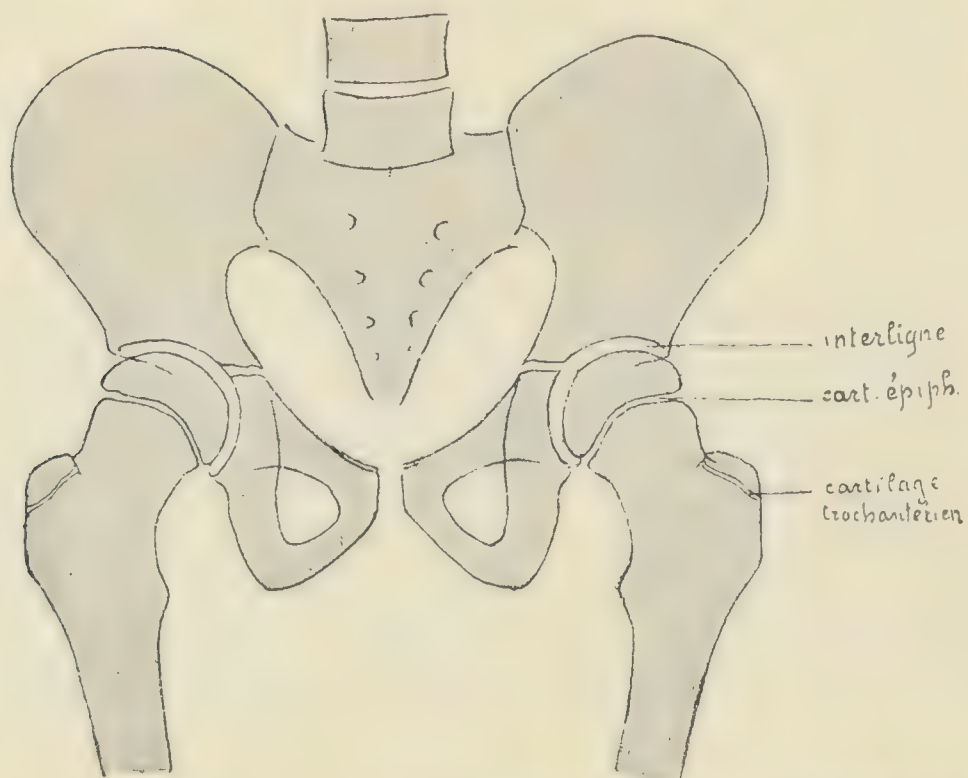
Radiographie einer linksseitigen Hüftgelenkentzündung der ersten Form, ohne bemerkenswerte Knochenläsionen, obgleich klinisch die Diagnose nicht zweifelhaft ist. Es handelt sich sehr wahrscheinlich um eine Hüftgelenkentzündung von rein syniovaler Form.
